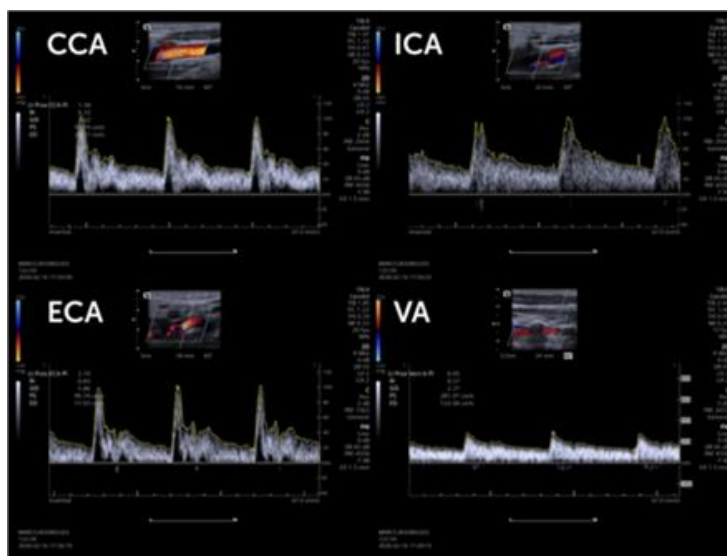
Doppler Pulsado. Espectro da ACC apresenta uma velocidade diastólica maior do que a da ACE, mas menor do que a da ACI. A ACI é caracterizada por uma velocidade sistólica menor e uma velocidade diastólica maior em comparação com a ACE. A AV apresenta uma baixa resistência. Adaptado: Binder, 2021. External versus internal carotid artery.
